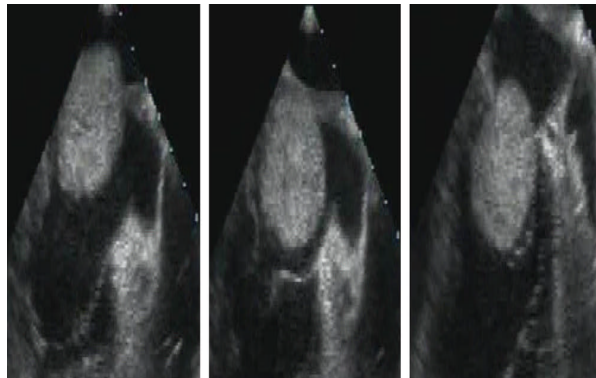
Ecocardiograma transesofágico. Mixoma Tipo 2 o Mixoma Sólido.
